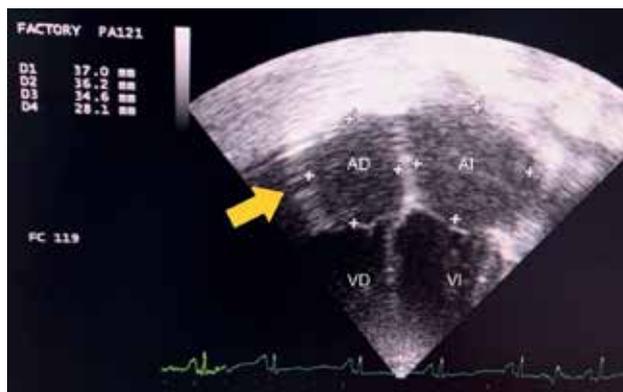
Ecocardiograma transtorácico. Corte apical cuatro cámaras en donde se observa importante dilatación de ambos atrios en relación a ventrículos, imagen característica de cardiopatía restrictiva.
